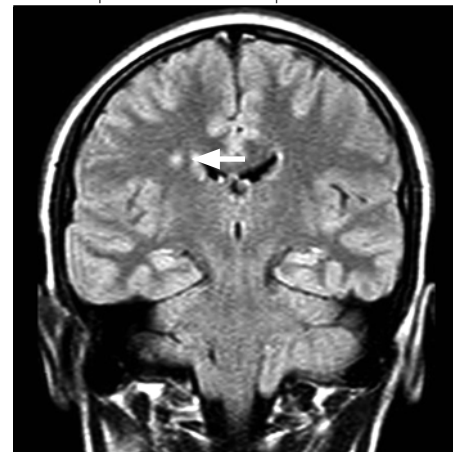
CT scan, transverzální řez s demyelinizačním ložiskem periventrikulárně vlevo
